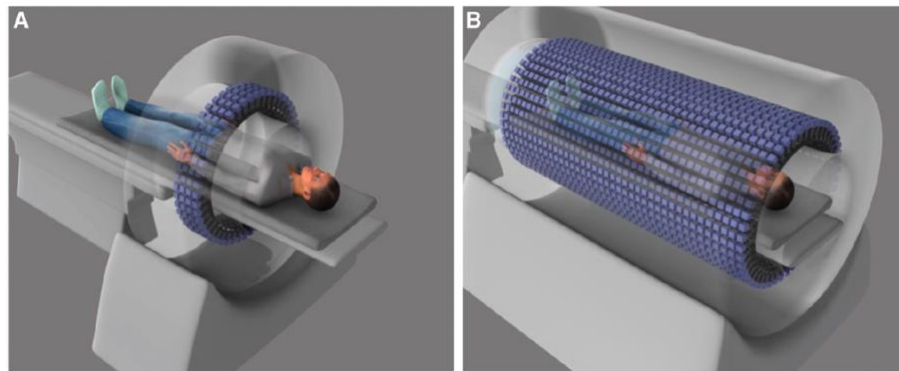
acquisizione di immagini in whole-body PET (A) ed in total-body PET (B) [7]
